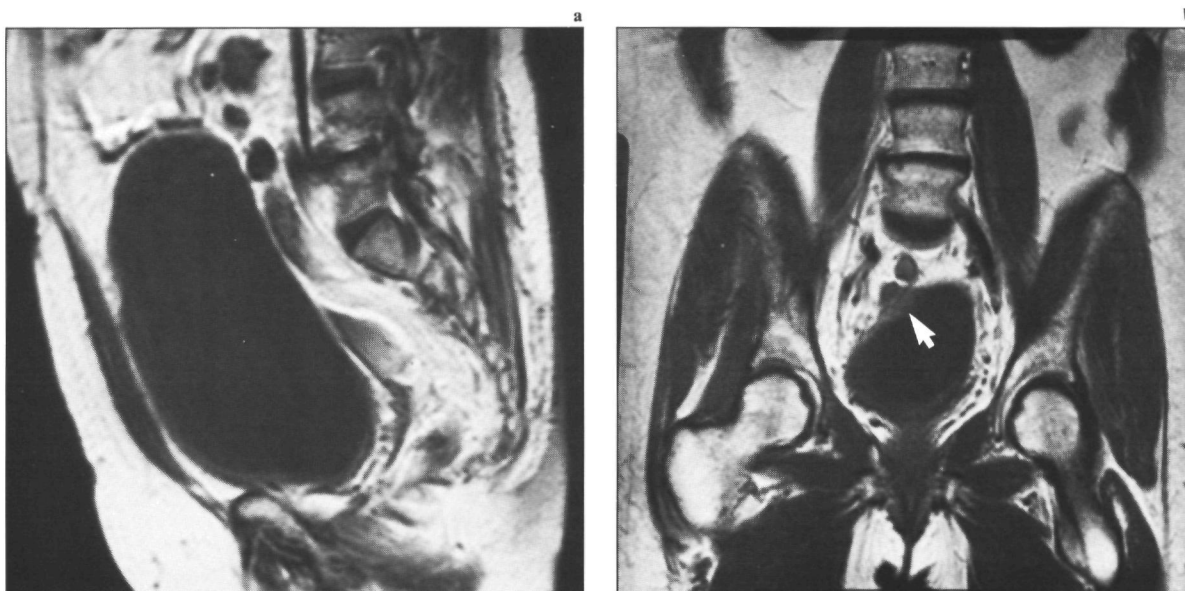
(a) Op de sagittale MRI-opname (1,5 T; SE/800/30/2) is door te sterke blaasvulling een vlakke tumor niet herkenbaar. (b) Op de coronale opname met minder blaasvulling (identieke parameters) is de tumor wel zichtbaar (pijl).
